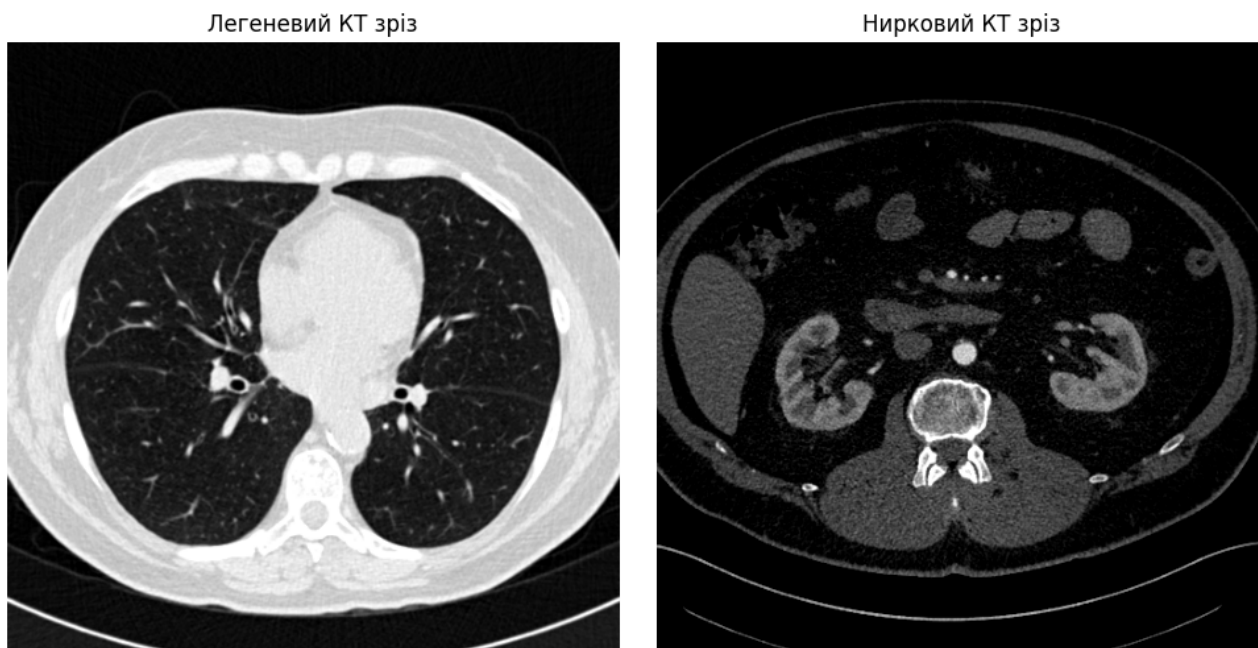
Приклад поперечного зрізу КТ скану легенів і нирок з відповідними параметрами відображення (WindowCenter й WindowWidth)
